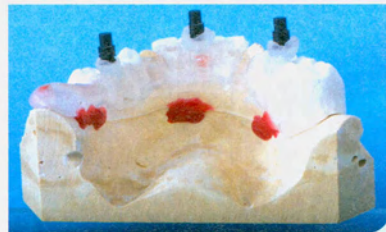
SkyPlanX – Scanschablone von dorsal mit typischen röntgenopaken Kunststoffpfehlröhrchen – nicht im Bild: MiniSky Implantate zur besseren Abstützung im nicht bezahnnten Kiefer.
